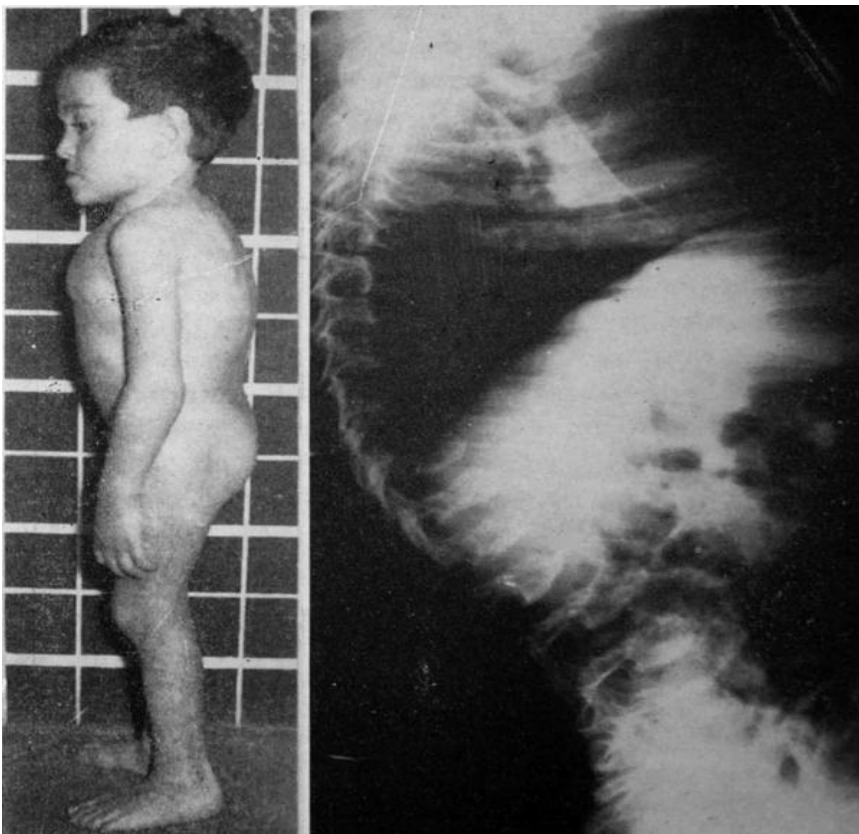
Niño de cuatro años de edad, que presentaba desde los dieciocho meses una morfología típica de enfermedad de Morquio. Fue tratado con corsé de Milwaukee y plantillas para la corrección de sus pies planos y genu valgo. A partir de los ocho años inició una tetraparesia progresiva que se convirtió en tetraplejía. Las radiografías corresponden al estudio realizado a los cinco años de edad, a) Aspecto morfológico típico del tronco corto y tórax prominente, b) Radiografía de perfil del raquis con la morfología de los somas vertebrales en la que destaca la prominencia de su borde anterior, la desaparición de sus ángulos superior e inferior y la disposición cifótica del raquis dorsal.
